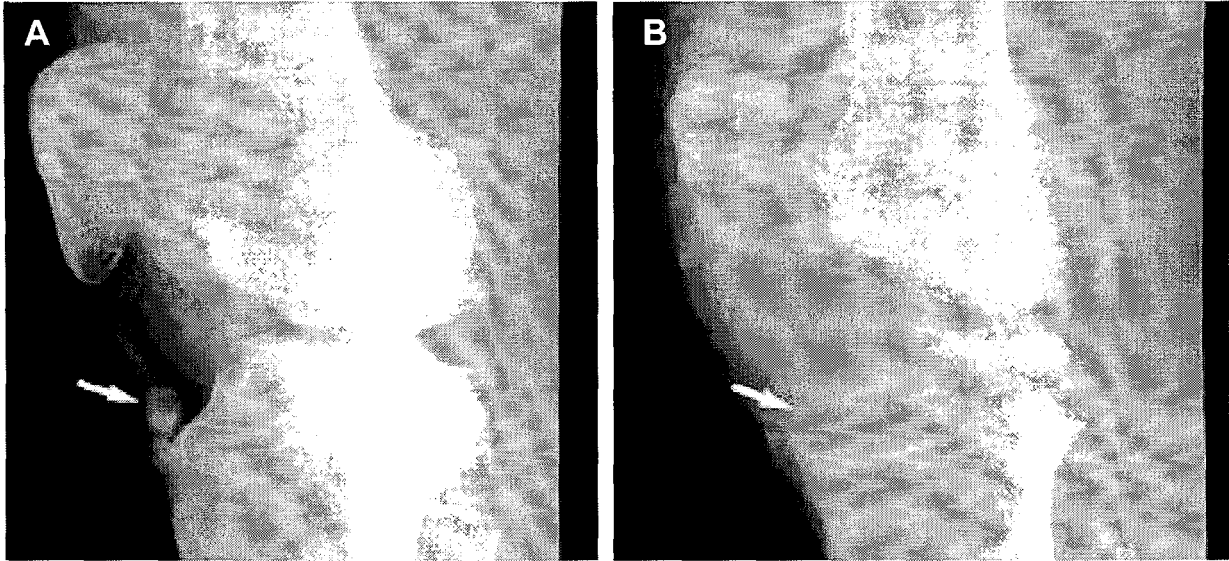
Preoperatively, lateral radiography of 36 year-old male who did not responded to the conservative treatment. The free ossicle associated with Osgood-Schlatter's disease is seen at the insertion site of the patellar tendon(arrow).
